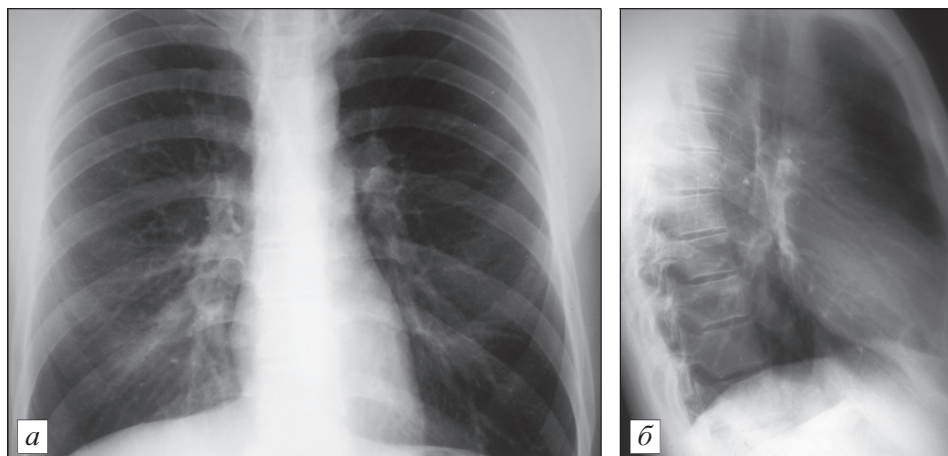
Рентгенограмма органов грудной клетки пациента А., 26 лет, прямая (а) и боковая (б) проекция
